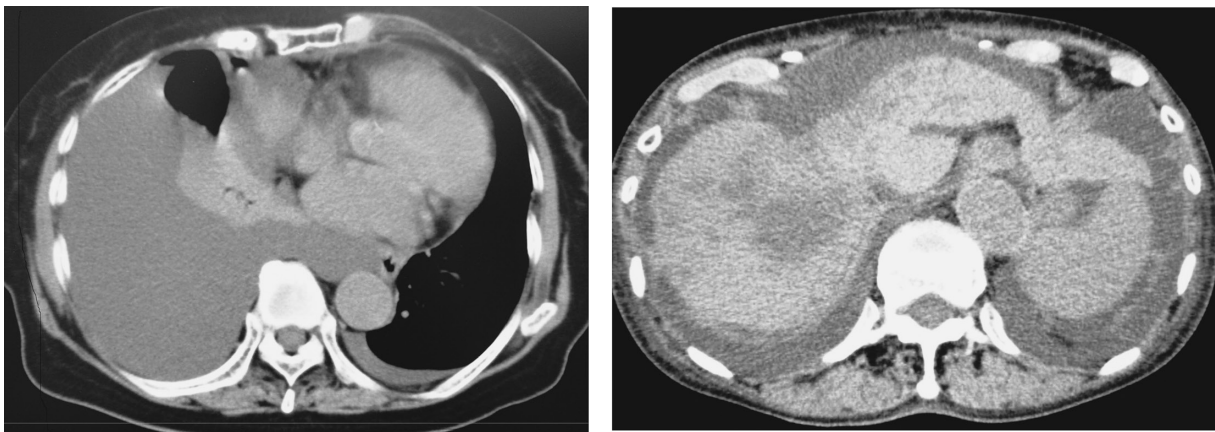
入院時単純CT所見。多発肝転移と肝の萎縮を認め, また大量の胸腹水を認めた。
